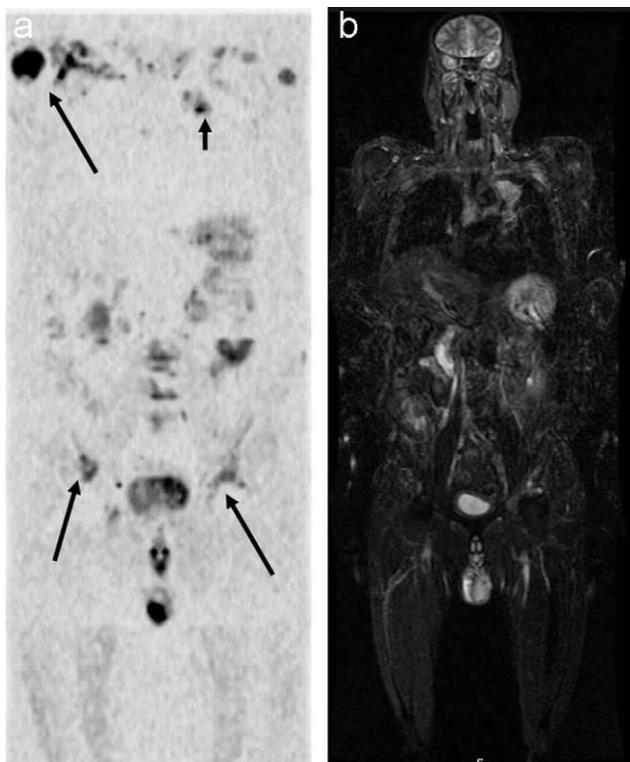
Estudio mediante resonancia magnética (RM) de cuerpo entero con técnica de difusión. a) Imagen en RM con difusión e inversión del contraste mostrando neoplasia pulmonar primaria izquierda (flecha pequeña) con múltiples metástasis óseas difusas (flechas largas). b) Imagen de cuerpo entero en RM con secuencia STIR (*short tau inversion recovery*) complementando la secuencia de difusión, mostrando mejor detalle anatómico de la neoplasia pulmonar izquierda.
